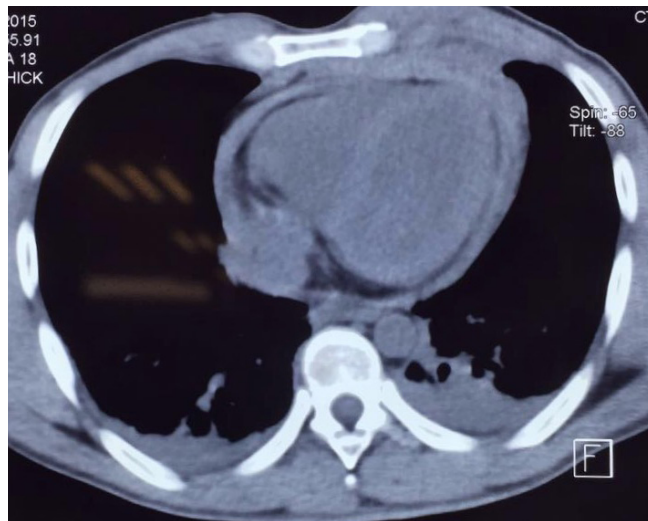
Tomografía axial computarizada mostrando neumomediastino y engrosamiento pericárdico.
